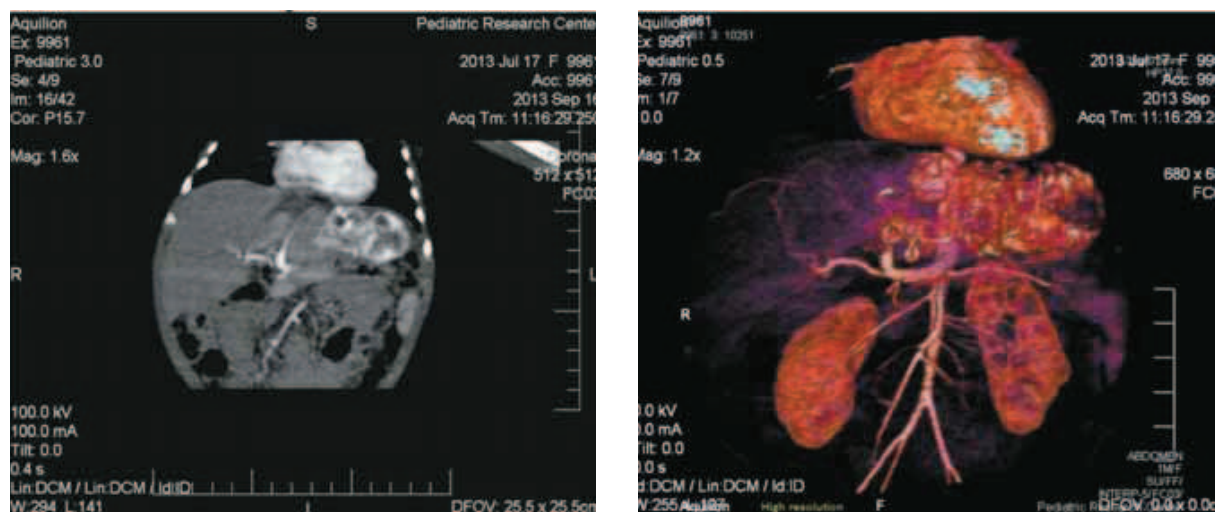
Ядерная магнитно-резонансная томография пациентки в возрасте 3 мес жизни.
